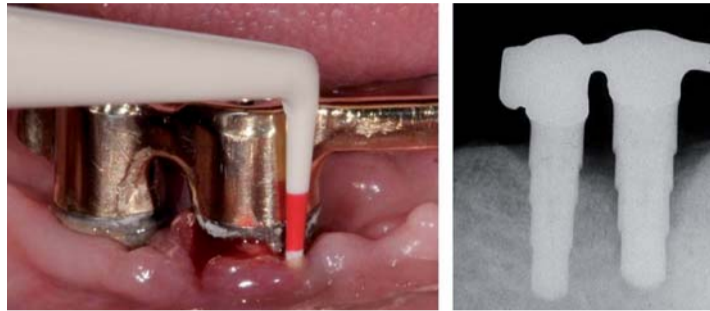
Die Periimplantitis ist charakterisiert durch erhöhte Sondierungstiefen, Sondierungsblutung und ggf. Suppuration. Die knöchernen Destraktion des periimplantären Knochens lässt sich radiografisch belegen. Typisch für die Periimplantitis sind schüsselförmige Defekte.
